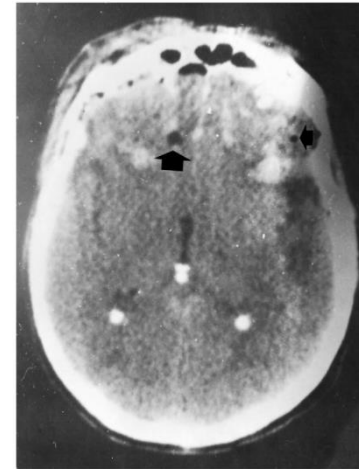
Computed axial tomography shows that intracranial penetration of the nasogastric tube (right arrow) occurred through the ethmoid lamina cribrosa at the apex of the nasal cavity. The coiled tube is visible in both brain hemispheres (arrows).
